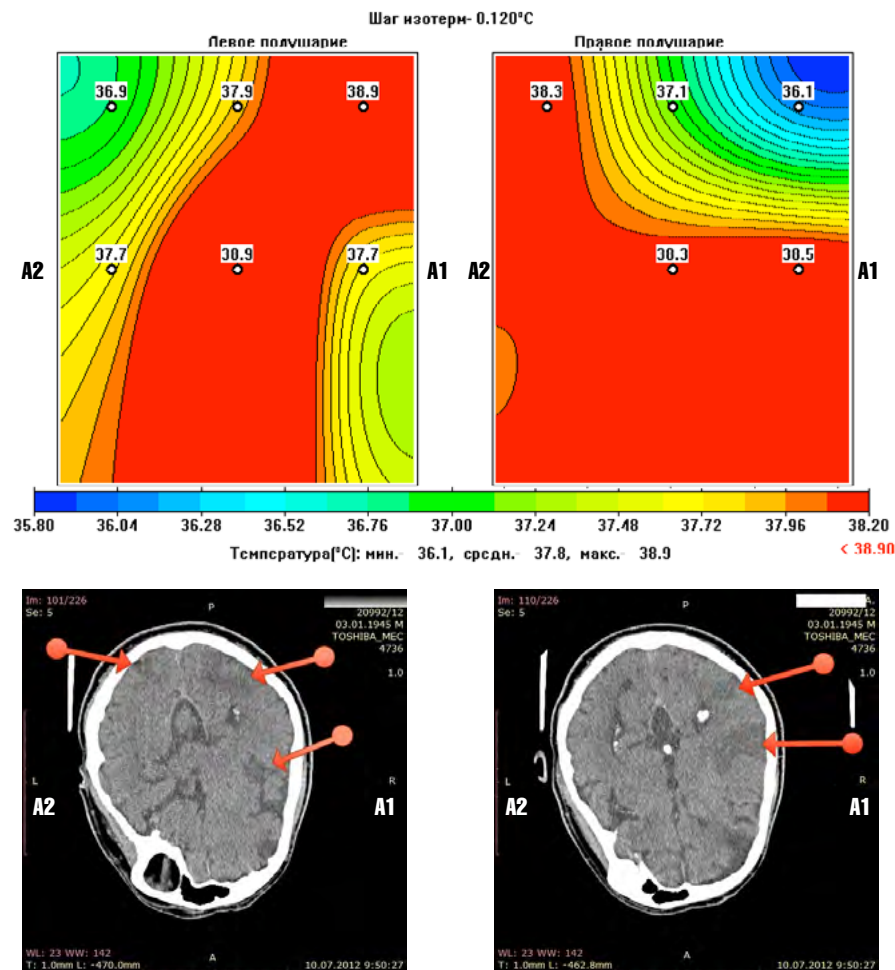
Термокарта и данные КТ (А1-правая гемисфера; А2-левая гемисфера)
